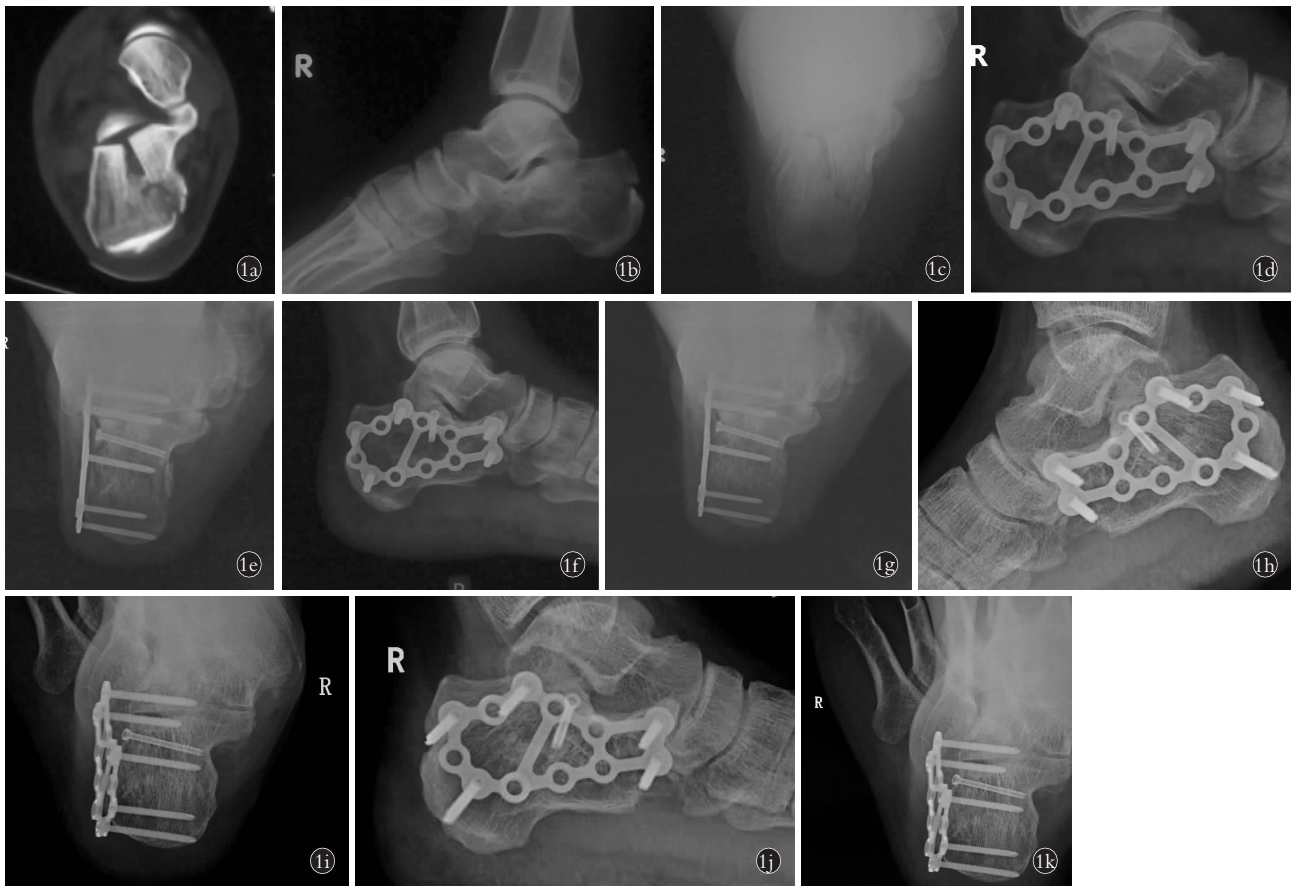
患者,男,46 岁,高处坠落伤致右跟骨骨折行解剖锁定钢板固定 1a. 术前 CT 示跟骨增宽畸形,关节面不平整,骨折属于 Sanders II 型 1b,1c. 术前跟骨侧、轴位 X 线片示右跟骨粉碎骨折,形态不规则,骨质不连续 1d,1e. 术后 1 个月跟骨侧、轴位 X 线片示内固定位置良好,骨折线清晰 1f,1g. 术后 3 个月跟骨侧、轴位 X 线片示断端对位良好,内固定位置良好,骨折线模糊 1h,1i. 术后 6 个月跟骨侧、轴位 X 线片示内固定位置良好,未见断钉,骨折线消失 1j,1k. 术后 12 个月跟骨侧、轴位 X 线片示跟骨整体形态可,骨折已达骨性愈合
